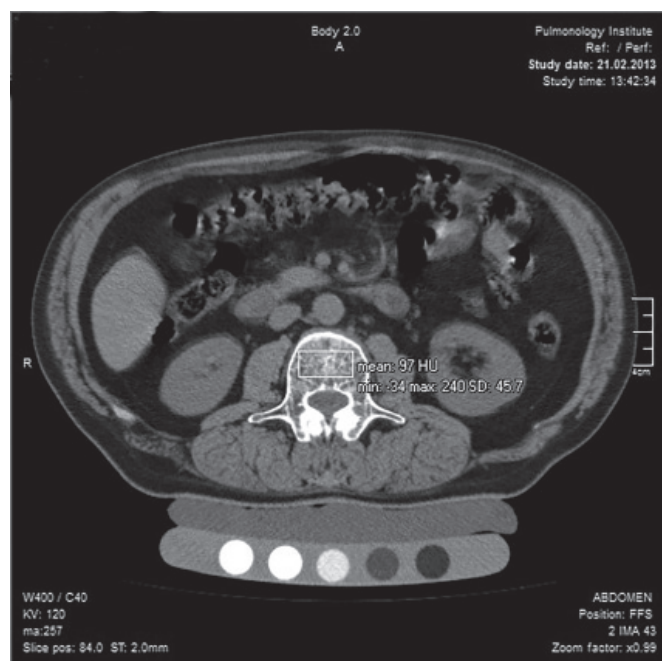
Аксіальний зріз КТ ОГК пацієнта А. з денситометричними показниками хребця.
